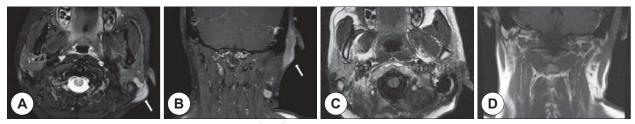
A and B: Follow up Gadolinium enhanced MRI(T1WI) after right postauricular mass excision show slightly enhanced mass in the left postauricular region(arrows) with no evidence of recurrence in right postauricular area. C and D: Follow up Gadolinium enhanced MRI(T1WI) at 6months after left postauricular mass excision shows no residual or recurrent lesion.
